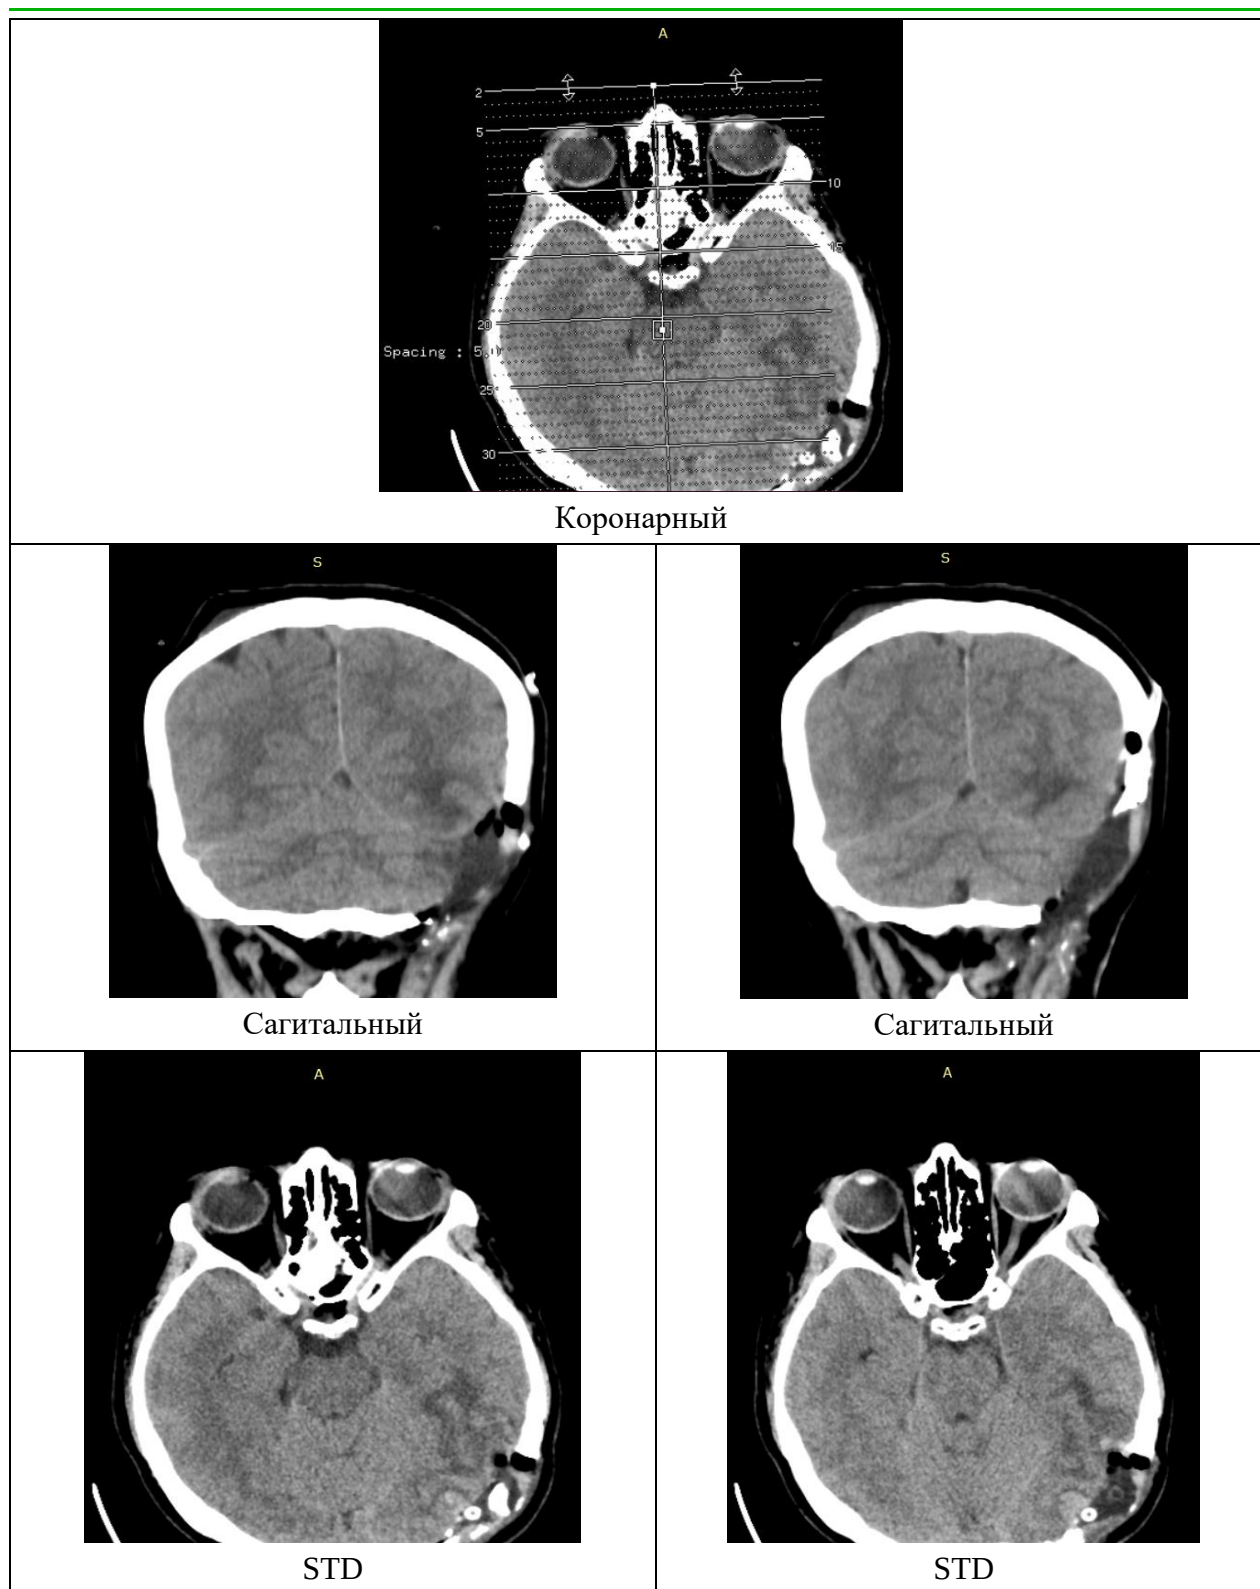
МСКТ после операции
